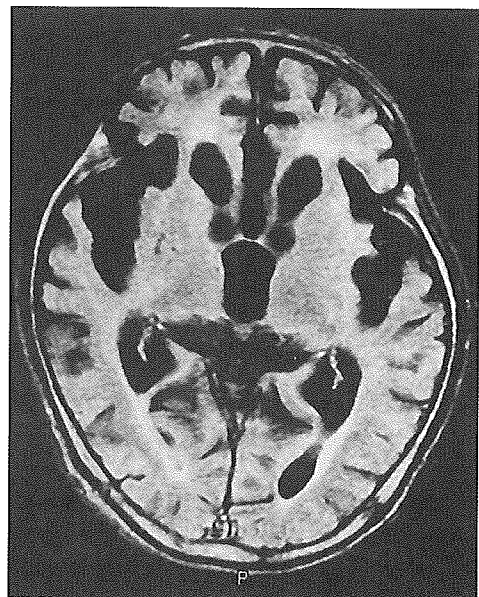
T1-weighted MRI, showing obvious atrophy of the frontal and temporal lobes with marked dilatation of the lateral and third ventricles, and opening of the Sylvian fissure.
